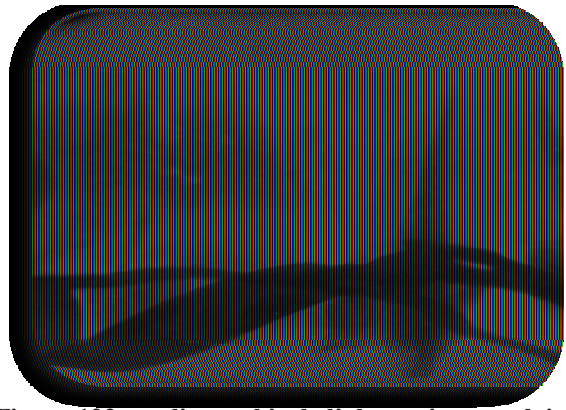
radiographie de l'obturation canalaire de la 21
